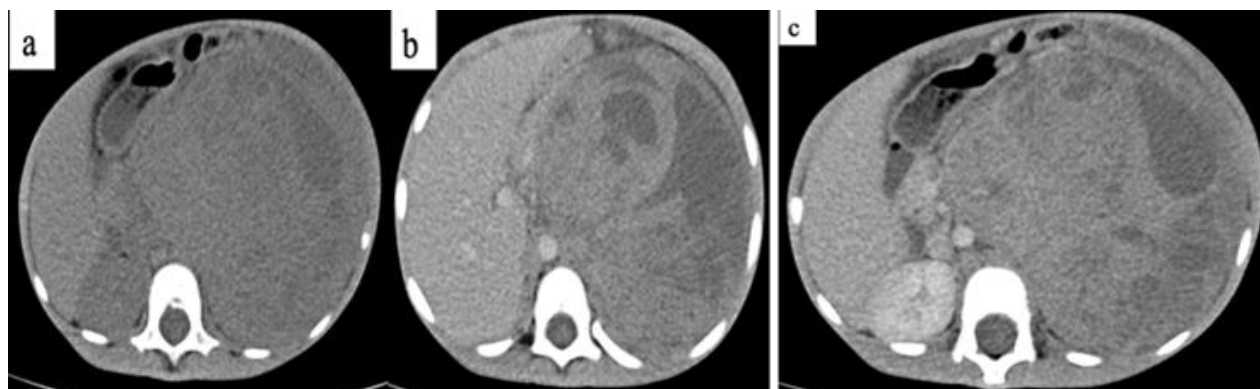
TDM en coupes axiales avant (a) et après injection de PDC (b, c). Sarcome rénal à cellules claires. Fille de 04 ans. Volumineuse masse rénale gauche de densité tissulaire hétérogène siège de zones de nécrose. La portion tissulaire est modérément rehaussée de façon hétérogène. Elle dépasse la ligne médiane, refoule les organes pleins et les anses en avant, le pédicule rénal, l'aorte et la VCI à droite
